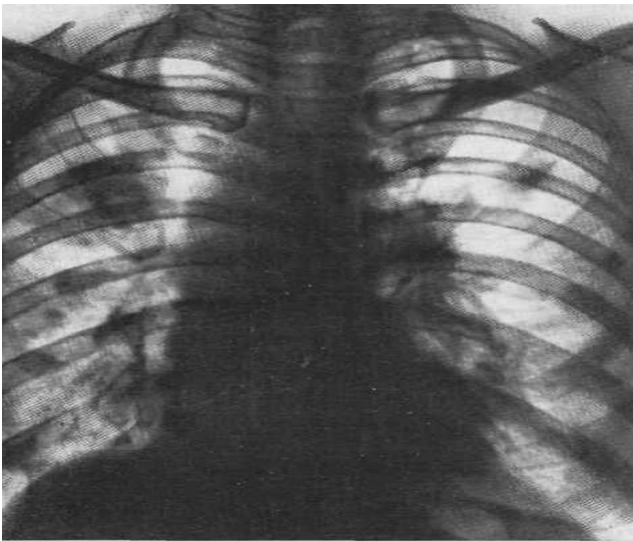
Оглядова рентгенограма. Аспергільоз. Легенева форма.
